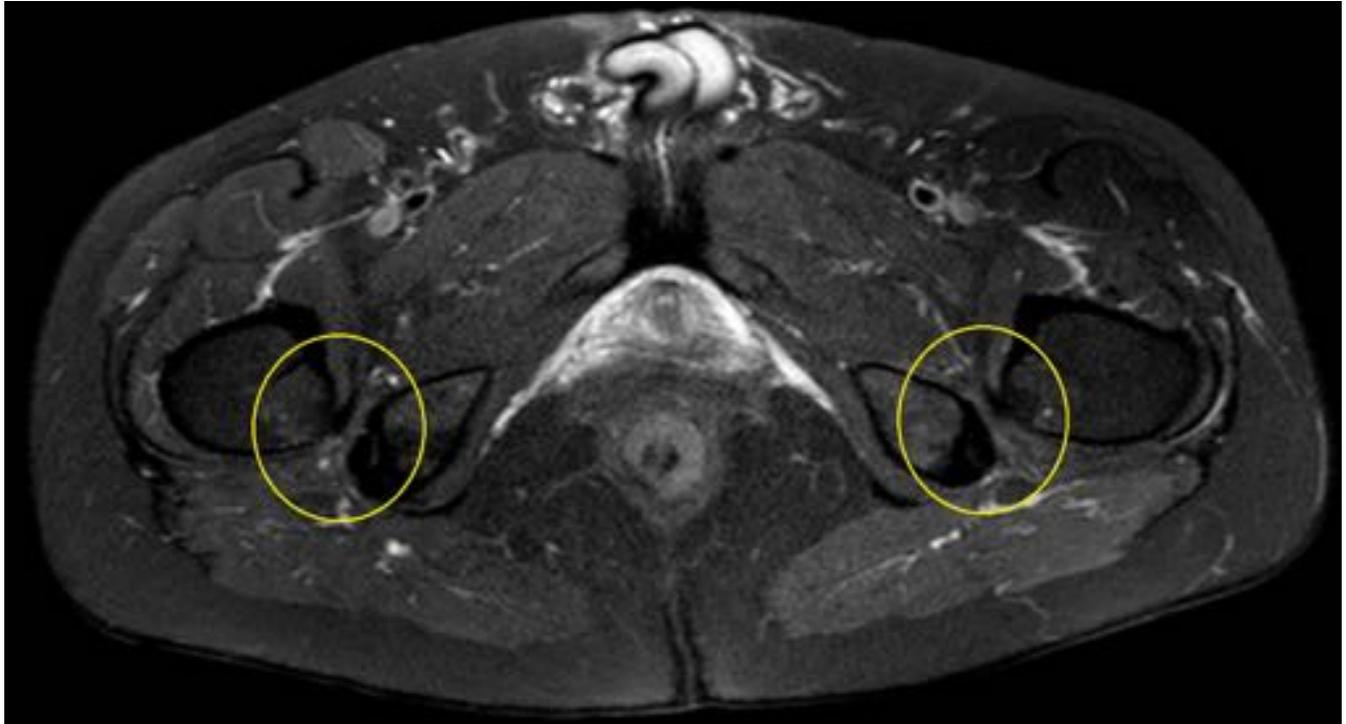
RM. Secuencia DP-SPIR axial. Severa disminución del espacio isquiofemoral de manera bilateral con edema en ambos músculos cuadrado femoral.
